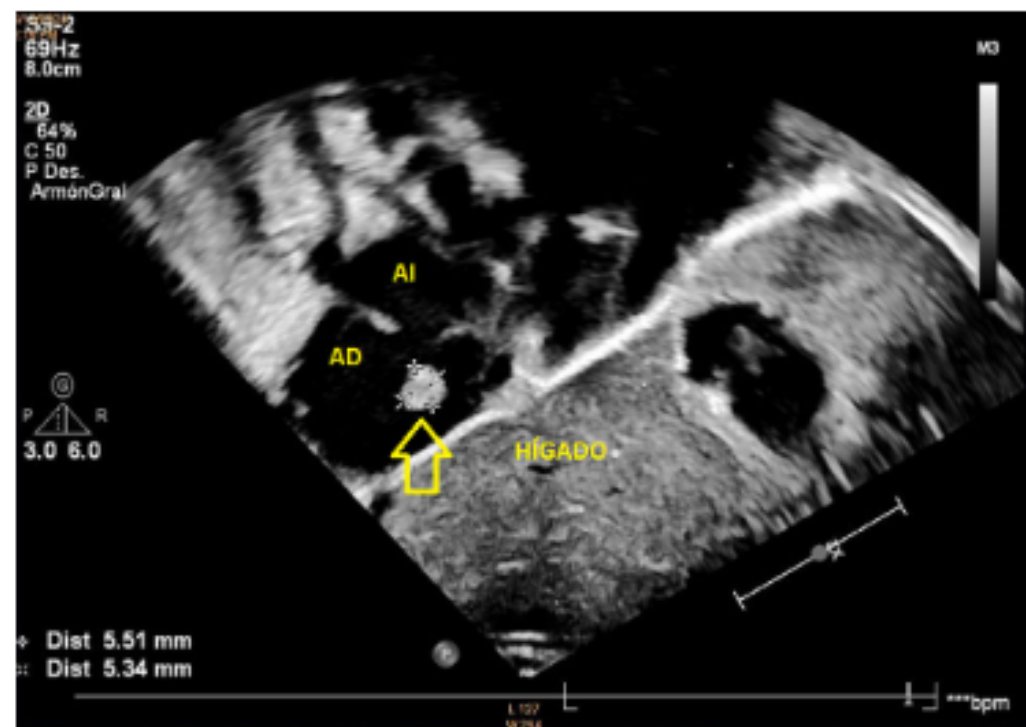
Ecocardiograma transtorácico. Imagen subcostal que muestra una imagen hiperecogénica organizada de 5,5 mm x 5,3 mm (flecha) en la aurícula derecha (AD).
